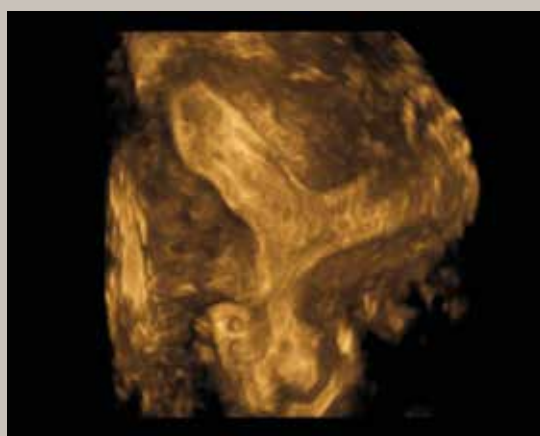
Ultrasonido en modalidad 3D, donde se observan las 2 cavidades endometriales en plano coronal.
